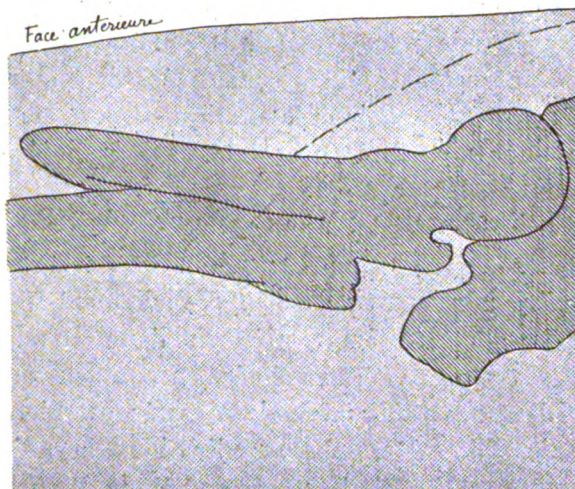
Radiographie de profil d'une fracture sous-trochantérienne; le fragment inférieur n'a pas été mis dans le prolongement du supérieur.
